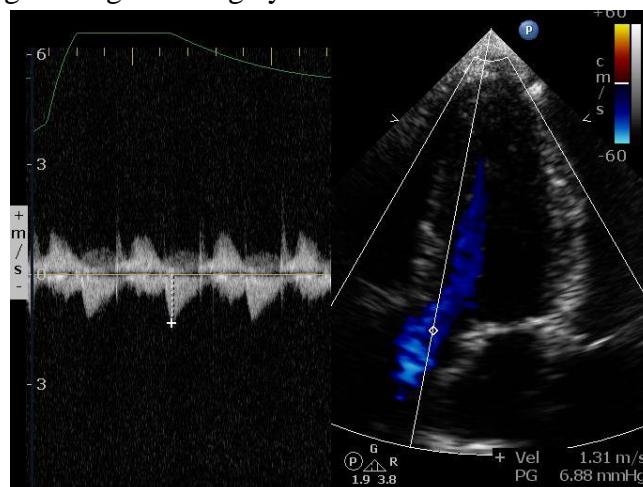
Hình ảnh Doppler màu và Doppler liên tục dòng máu qua van 2 lá
